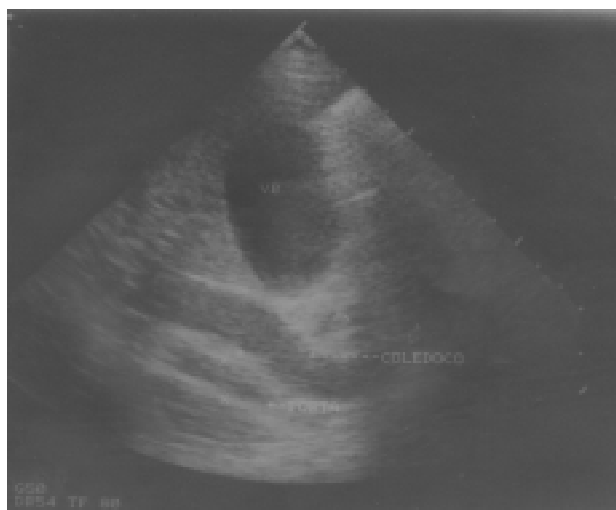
Ultrasonido que muestra colelitiasis con lito impactado en el cuello de la vesícula biliar, con dilatación asociada de la vía biliar, que ocurrió en el sexto paciente.
